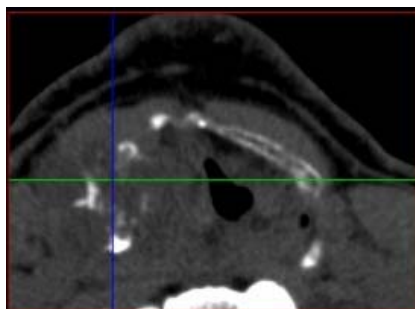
Компьютерная томограмма пациента Щ.
